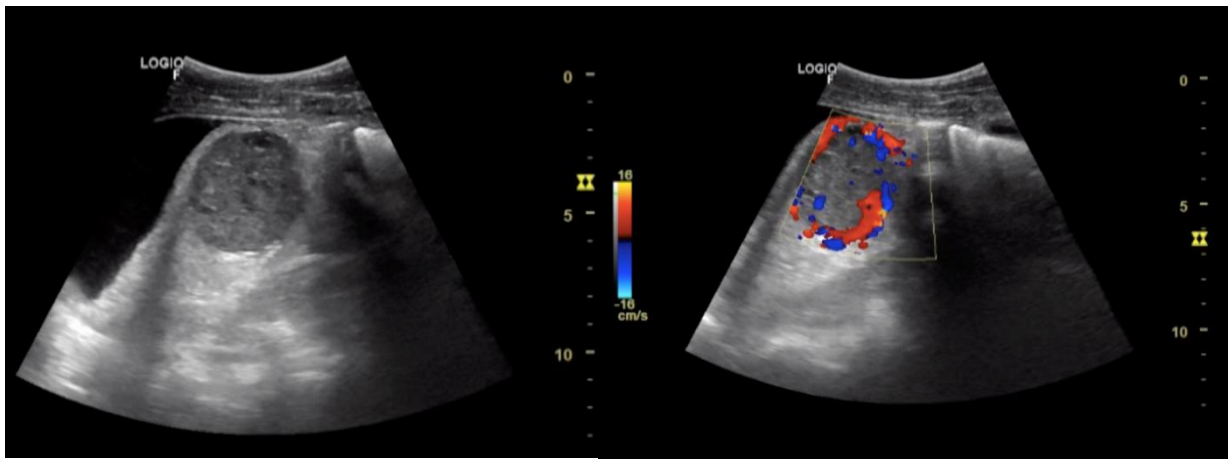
УЗИ левой почки (солидное образование почки).
